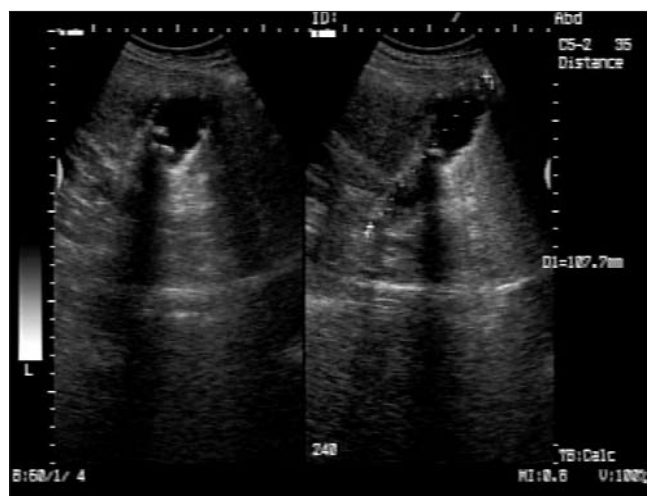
Ecografie abdominală - colecist cu pereți groși, calcificați, ocupat de câțiva calculi mobili de 10-15 mm (obs. 3)
